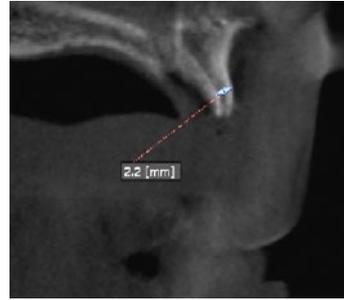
術前の上顎前歯部のCT像。狭小なため通常では骨造成とインプラント同時埋入は困難である。
